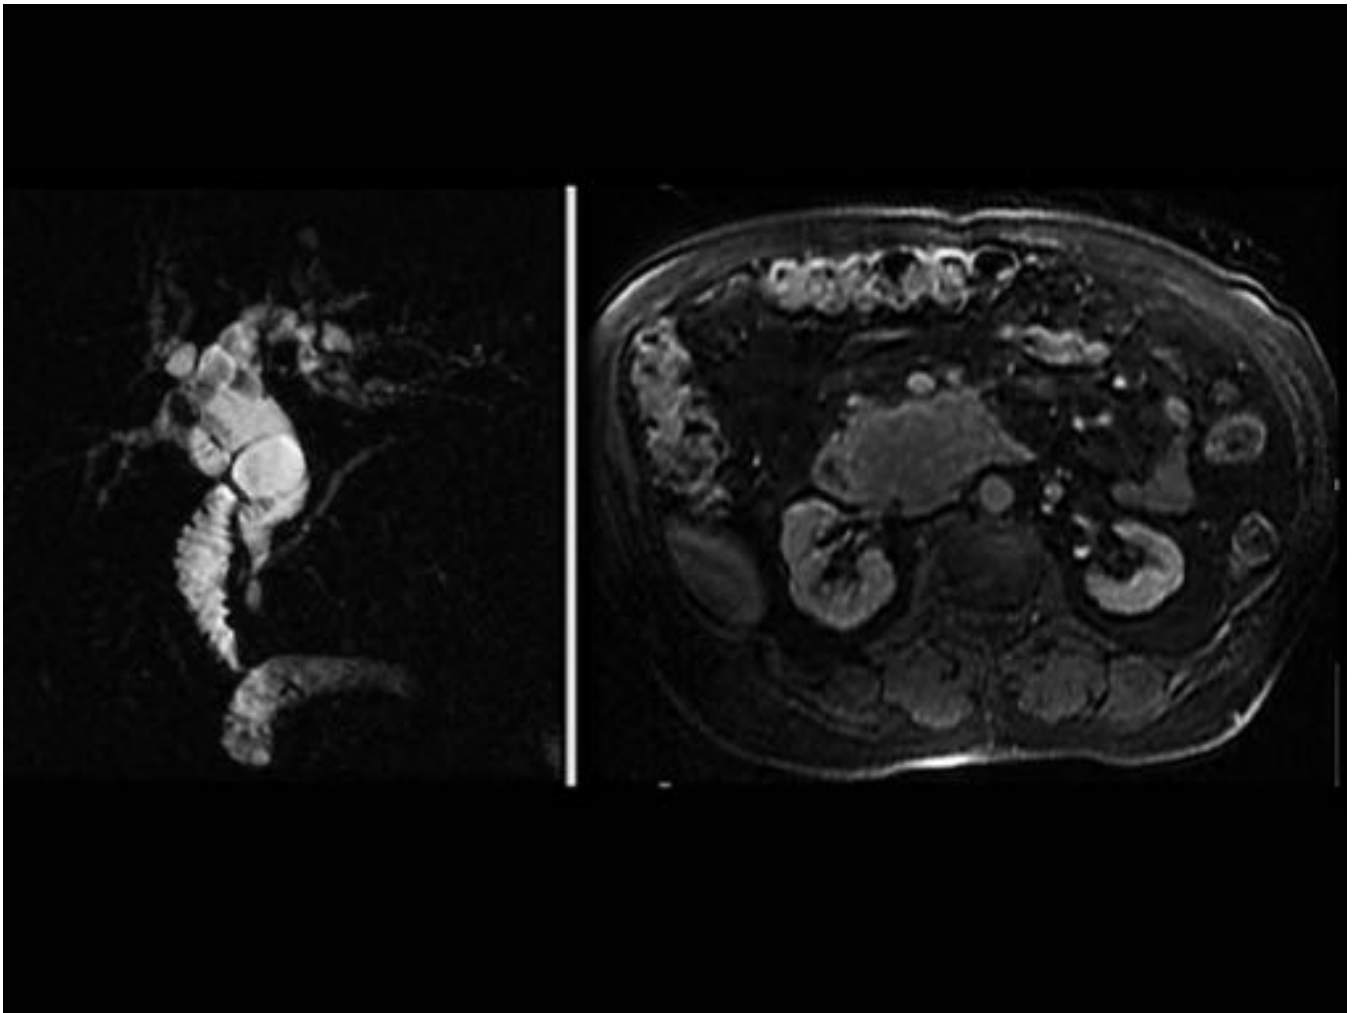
ColangioRM. Dilatación de la vía biliar intrahepática y del colédoco que alcanza un diámetro de 25 mm. RM secuencia potenciada en T1 tras administración de gadolinio, demostrándose realce heterogéneo de la masa pancreática.
